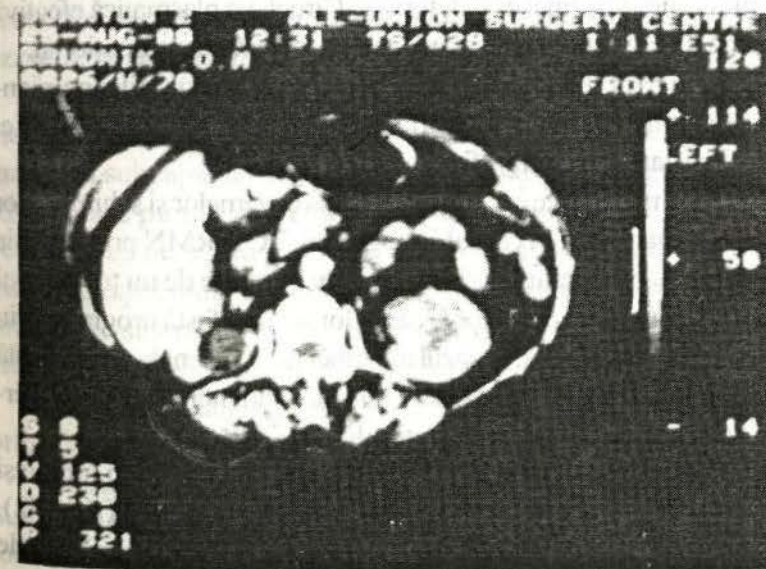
TC – Cancer renal pe stânga.
